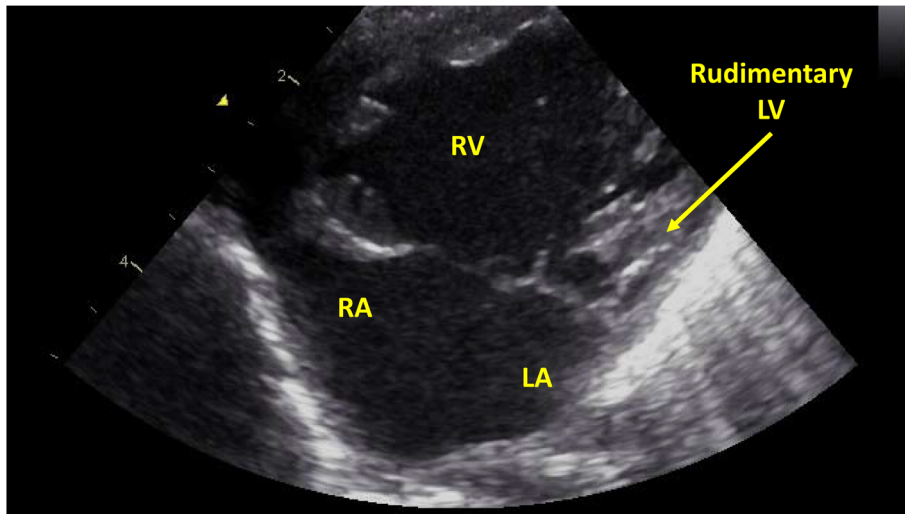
Echocardiography after birth reveals hypoplastic left heart syndrome with mitral atresia and aortic atresia
